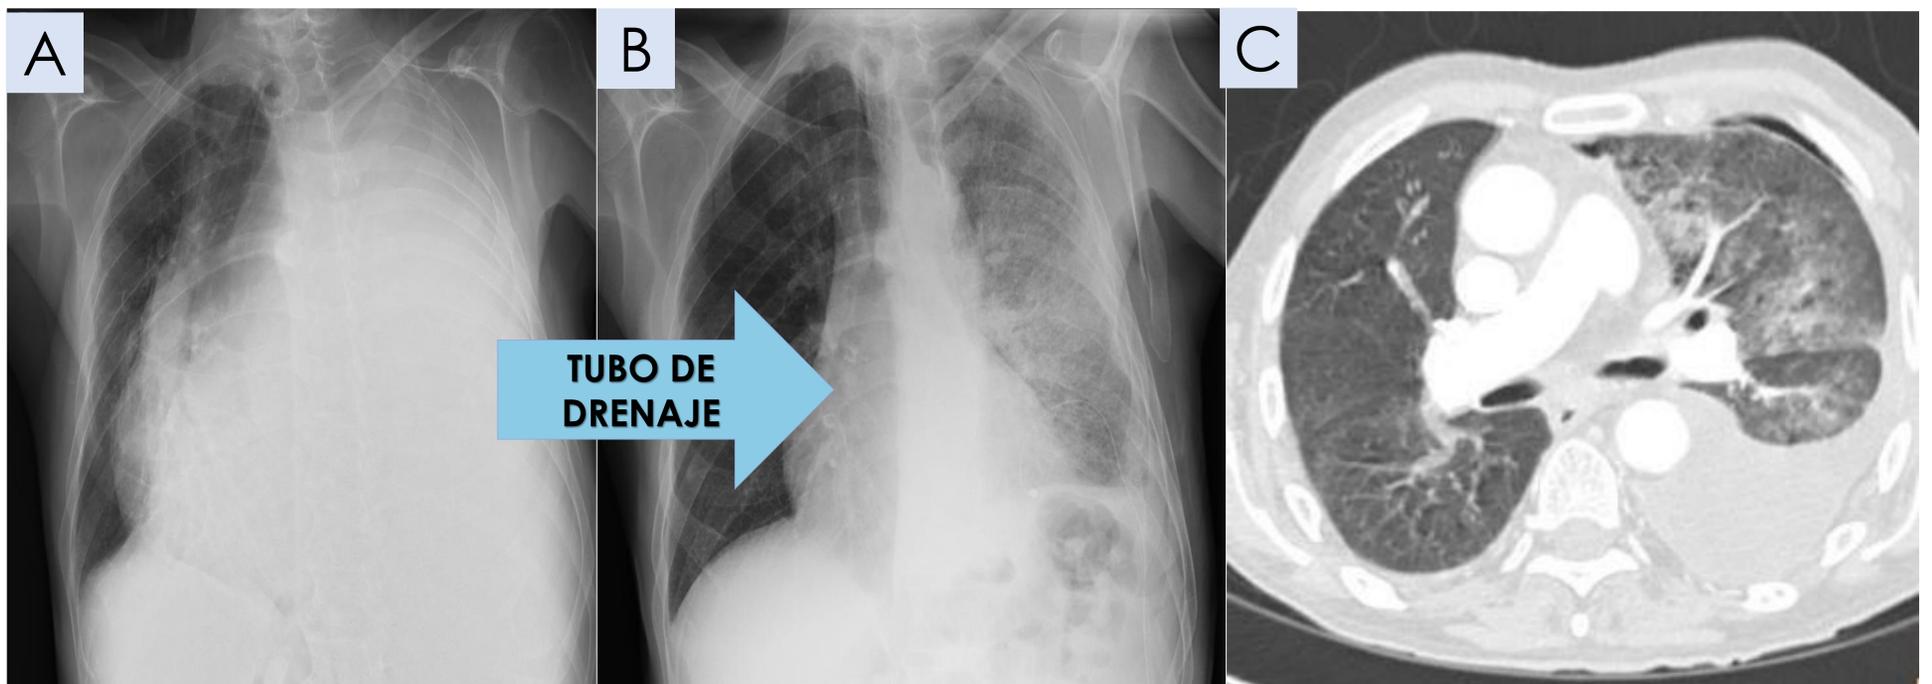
(A) Radiografía de tórax PA con derrame pleural masivo izquierdo y (B) tras tubo de drenaje con opacidades izquierdas. (C) En TC de tórax se confirman opacidades en vidrio deslustrado y derrame pleural en el parénquima pulmonar que estaba previamente colapsado.
